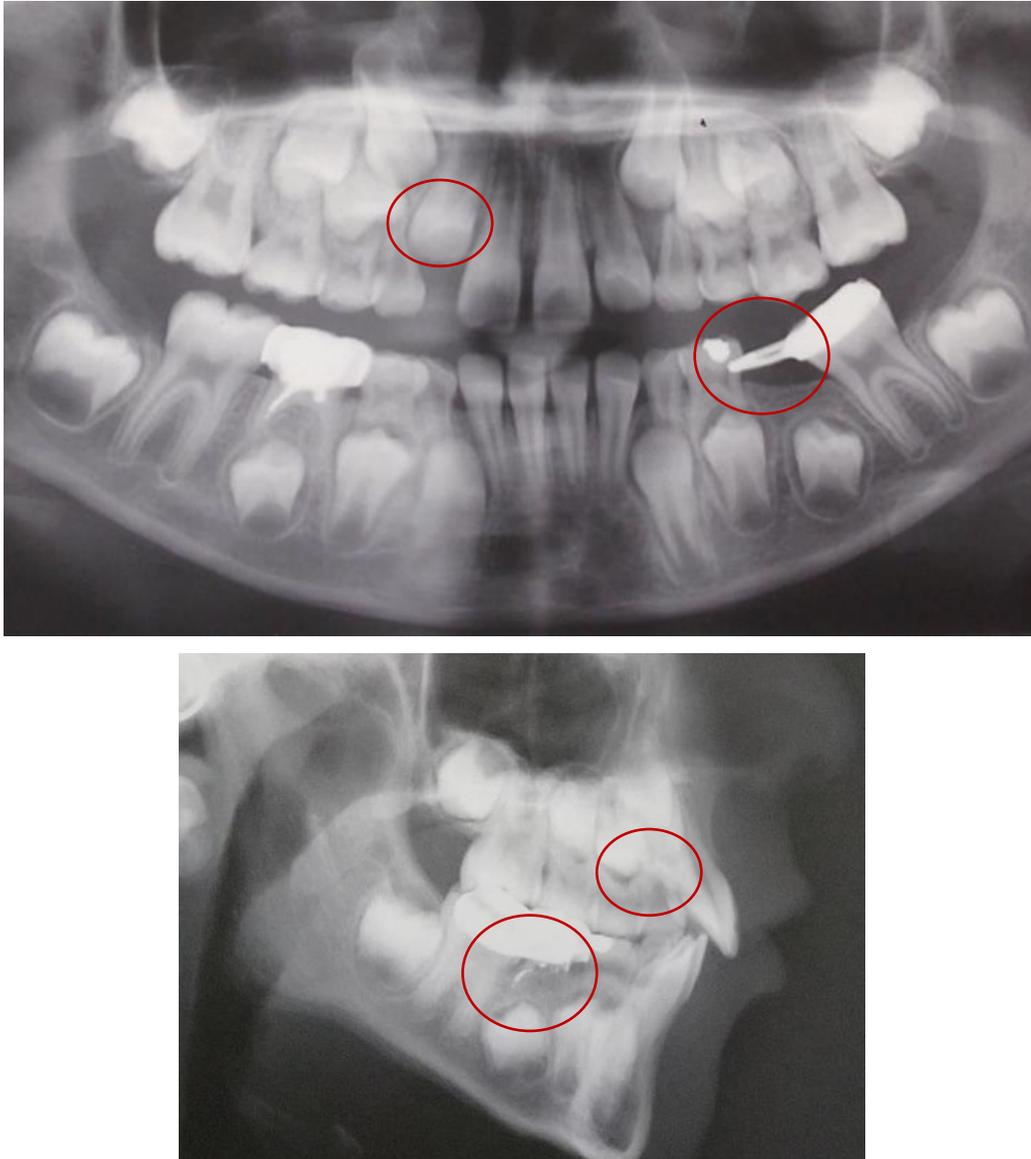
Radiografía Panorámica y lateral de cráneo del paciente D.M.V
